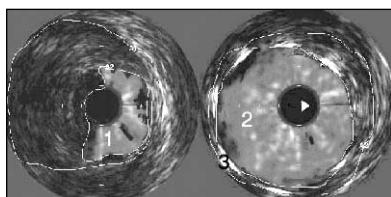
Данные ВСУЗИ: в левой части виден суженный просвет ВСА (1) до стентирования, в правой части просвет артерии восстановлен (2), виден каркас стента (3).
